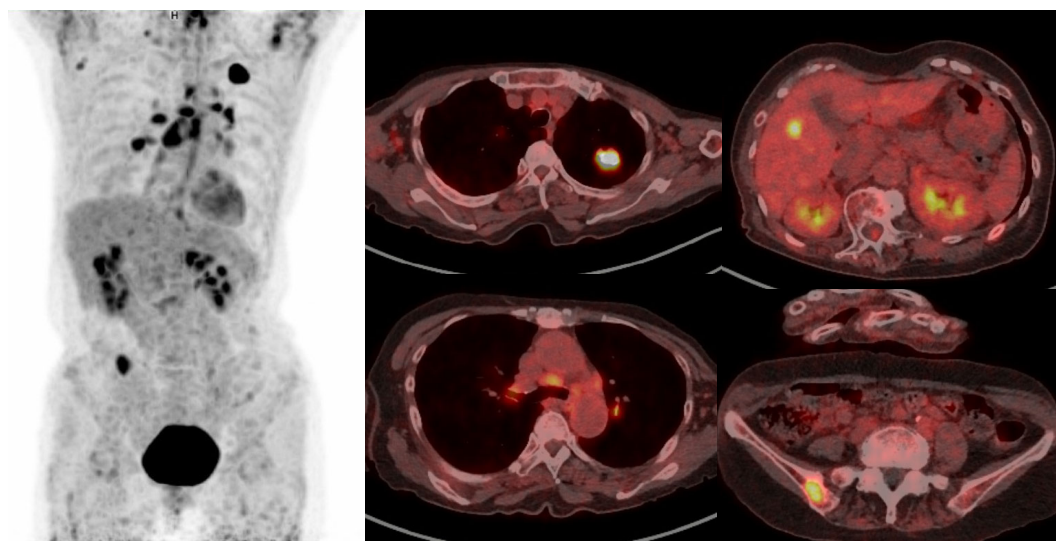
FDG/PET-CT showed an FDG SUVmax of 18, consistent with the left upper lobe mass, moderate accumulation in pulmonary lymph nodes (4R, 4L, 7, 10), a nodule with an SUVmax of 7.6 in the right lobe of the liver, a 2.4-cm soft tissue mass with an SUVmax of 6.5 in the right iliac bone, and heterogeneous accumulation in the bone marrow of both humeri and femurs.
